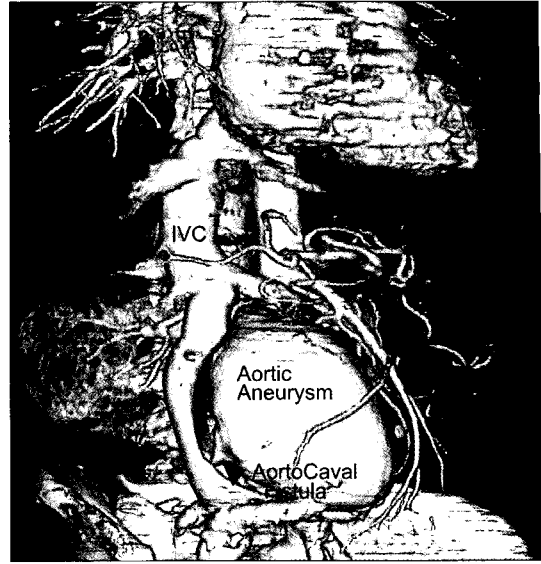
Preoperative abdominal Angio CT. Preoperative abdominal Angio CT demonstrates the aortic aneurysm and fistula to the inferior vena cava.
